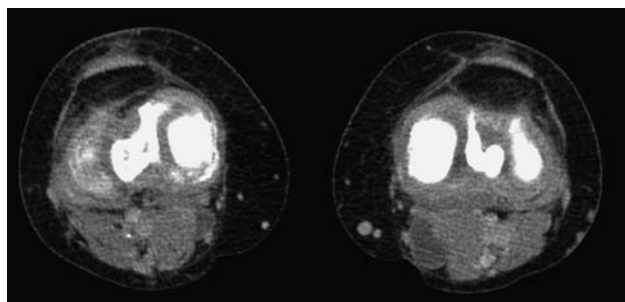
МСКТ-изображение с болюсным контрастным усилением, венозная фаза, кисты Бейкера с обеих сторон. Варикозно расширенная вена по медиальной поверхности левой голени.
